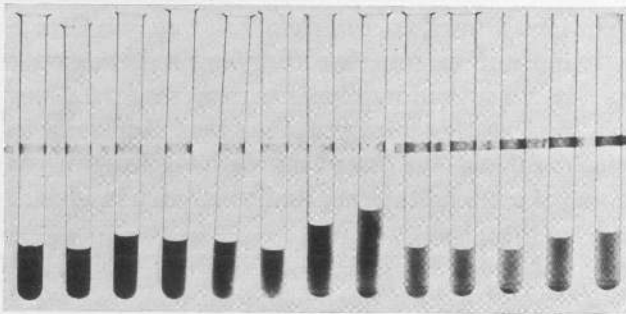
Röntgenshattentiefe von Kontrastmittelverdünungen mit Liquor im Verhältnis 1:1 bis 1:20
